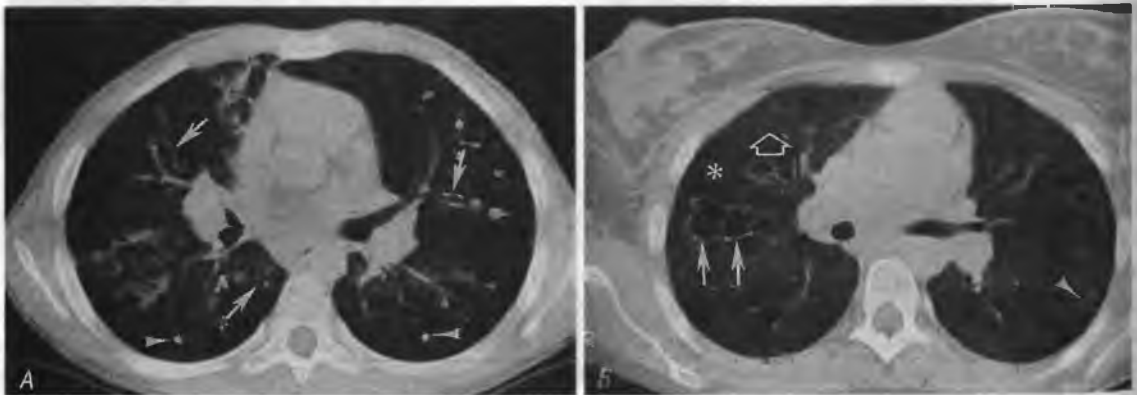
Компьютерная томограмма грудной клетки больного муковисцидозом:
